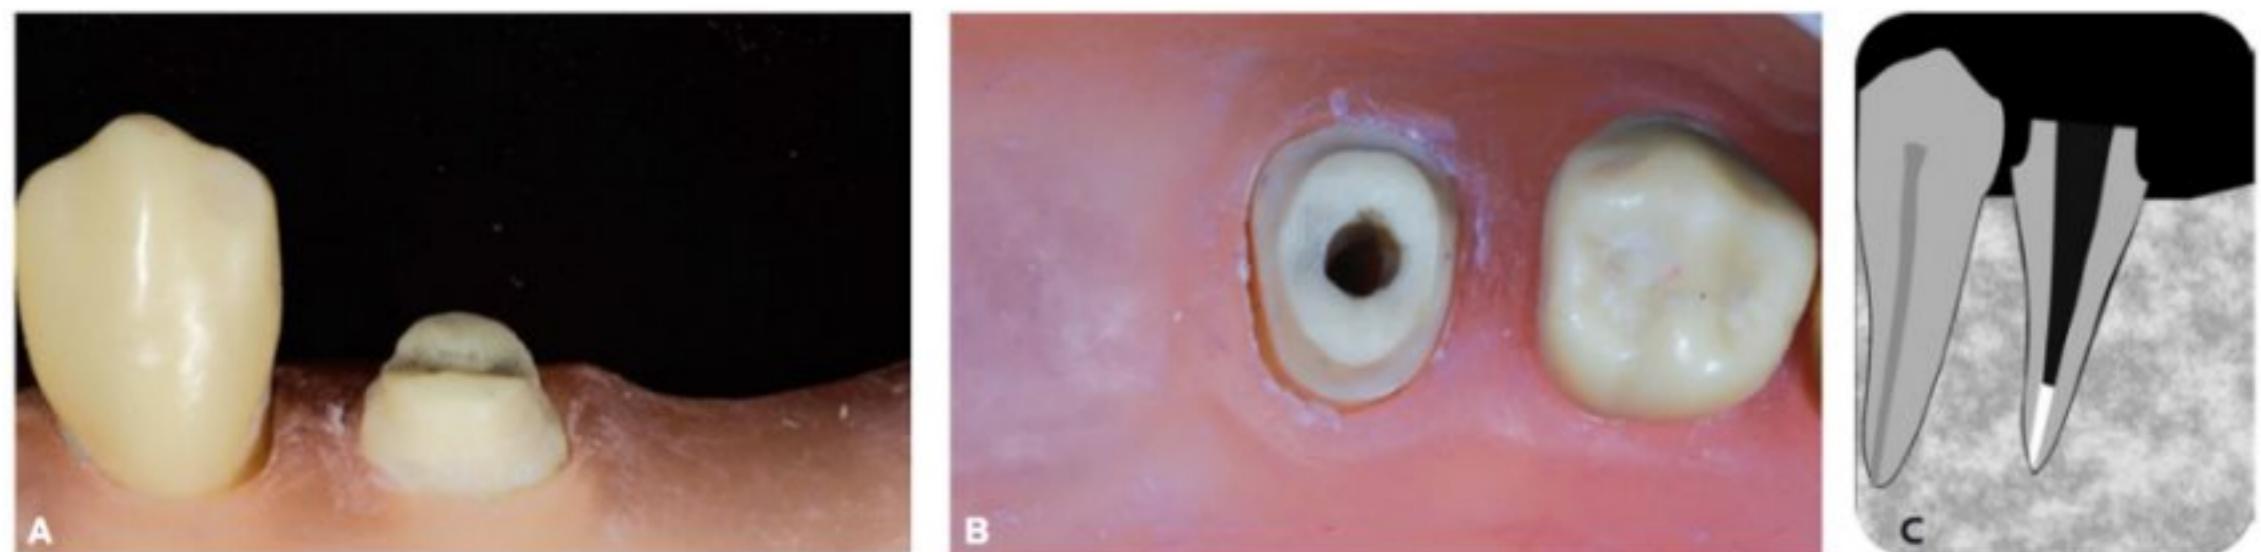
(A) Preparo da porção coronária e do conduto. Vista após o preparo para coroa metalocerâmica, mostrando o remanescente dentinário com altura superior de 2 mm. É importante que a remoção do material obturador seja feita com ponta Rhen aquecida, para posterior regularização e alargamento, se necessário, com uma broca com características similares (forma e diâmetro) às do pino selecionado. Uma radiografia periapical também auxilia na seleção do diâmetro do pino. (B) Vista oclusal em que se observam a espessura adequada de remanescente e a abertura conservativa do conduto. (C) Avaliação do comprimento com radiografia.
